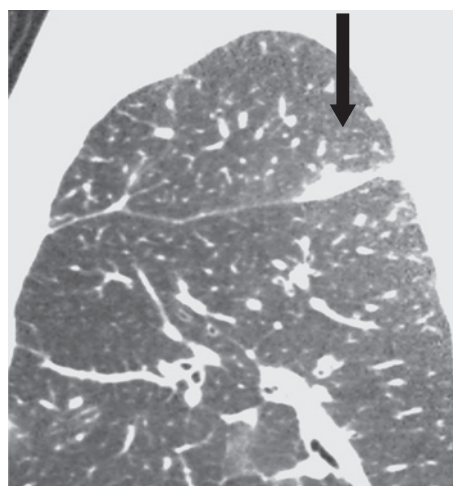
Компьютерная томограмма грудной клетки от мая 2018 г., легочное окно, сагитальная реконструкция. Уплотнение легочной ткани в задних отделах междолевой плевры (стрелка). Признаков рецидива микотического процесса не выявлено
